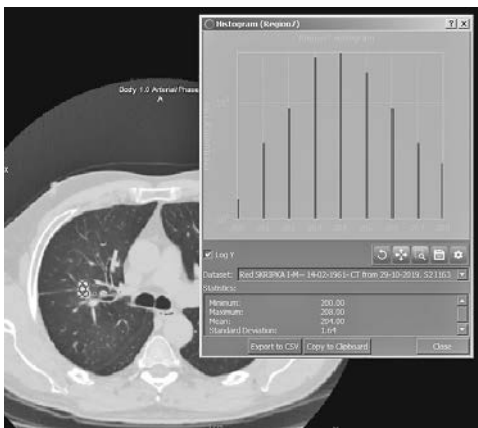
Гістограма хворого С. (КТ від 29.10.2019)
